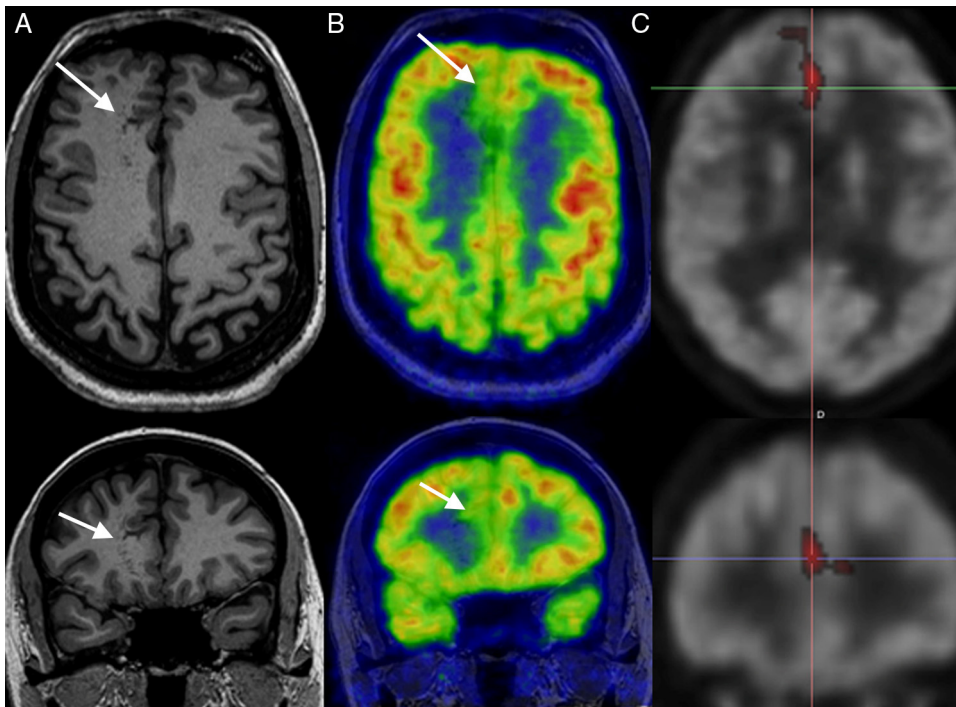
Paciente con angioma en cíngulo frontal derecho en la RM (A) y EEG poco localizador. El informe visual de la PET con ¹⁸F-FDG y la PET/RM fueron normales (B). La comparación estadística entre la actividad metabólica cerebral de la imagen del sujeto y la de una base de datos de sujetos sanos mediante el análisis SPM, aplicando una significación estadística ($p < 0,001$) y una extensión de vóxeles contiguos ($k \geq 200$) demostró un área hipometabólica significativa en el cíngulo frontal anterior derecho (C). Una segunda revisión de la imagen PET/RM guiada por la imagen del SPM confirmó un hipometabolismo en el cíngulo frontal derecho.
